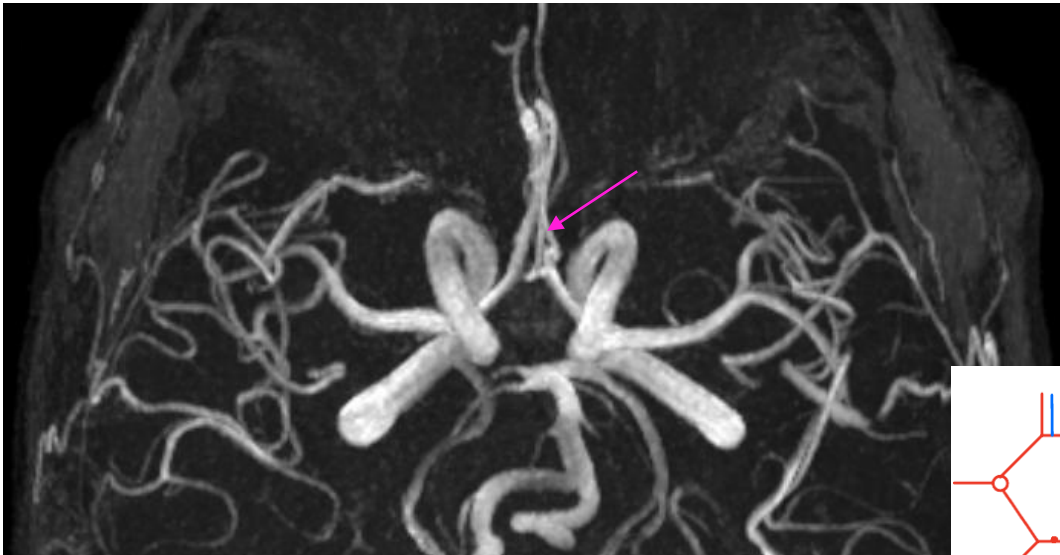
(Angio-RM): Se observa una triple arteria cerebral anterior (triple ACA), caracterizada por la presencia de tres segmentos A2 (flecha).
